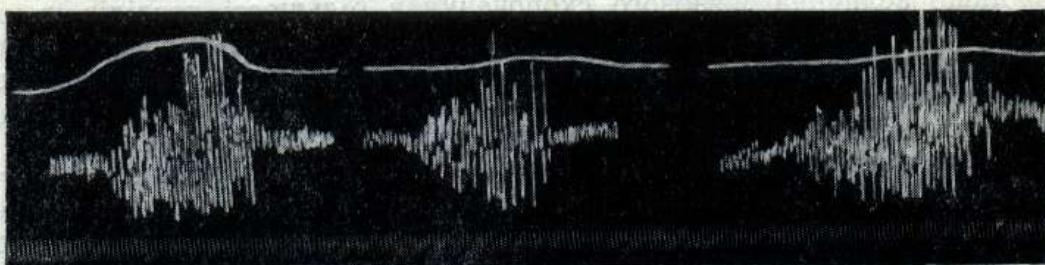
Вплив паузи без кровообігу на ергограму і біоструми стомленого м'яза (з досліду № 17).
